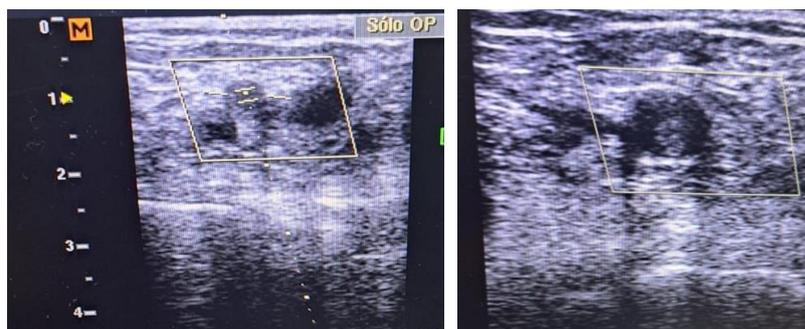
El ecodoppler revela ausencia de flujo arterial en ambas arterias femorales comunes, con presencia de contenido ecogénico, mientras que en el resto del eje arterial no se detecta señal al Doppler.
